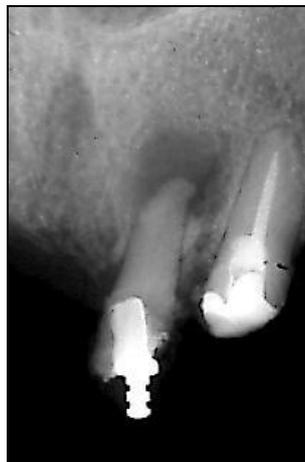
Radiografía Dentoalveolar
